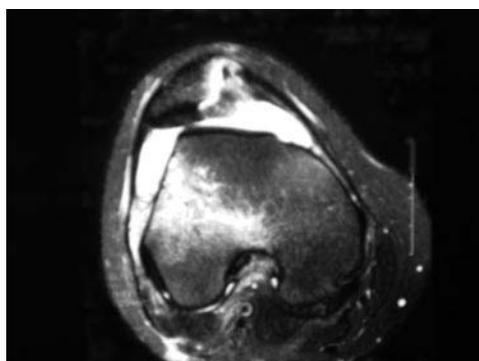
Ressonância magnética demonstrando a luxação da patela com sinais de contusão do côndilo femoral lateral e fratura por arrancamento do bordo medial da patela
